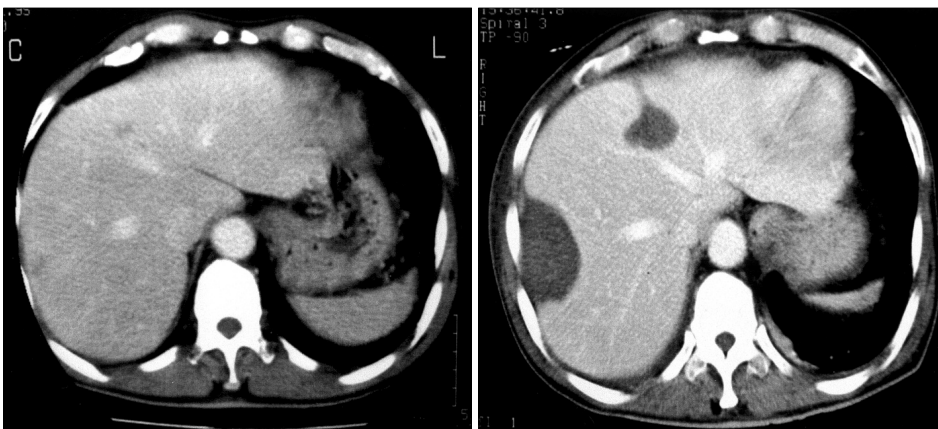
Abdominopelvic CT scan of Pre and Post-radiofrequency ablation.
